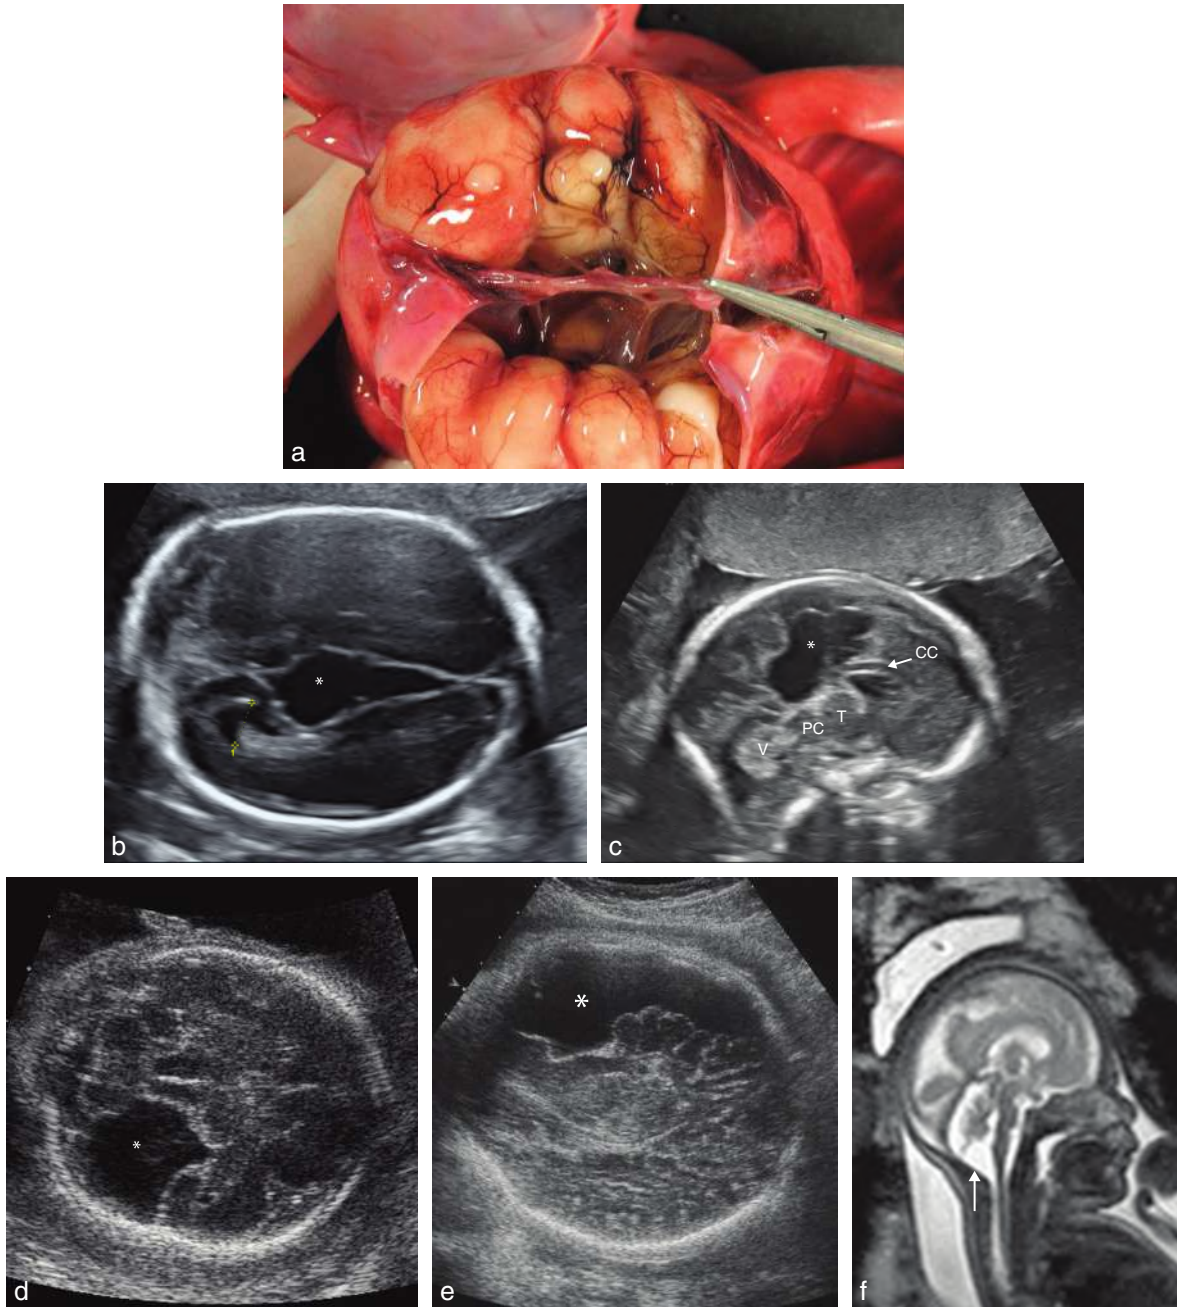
Kyste arachnoïdien. a. Kyste arachnoïdien interhémisphérique (25 SA). Examen foetopathologique. Le kyste est associé à une agénésie du corps calleux et des anomalies de la giration. b. 23 SA. Coupe transversale du pôle céphalique. Le kyste (*) s'étend sur l'ensemble de la scissure interhémisphérique. Il ne comprime pas le ventricule latéral visible sur ce cliché (1). c. 23 SA. Coupe sagittale du pôle céphalique. Vaste formation interhémisphérique, anéchogène (liquidienne), polylobée (*), se développant vers le haut au-dessus des thalamus (T) et des pédoncules cérébraux (PC). Le corps calleux (CC) est court. V : vermis. d. 24 SA. Coupe transversale du pôle céphalique selon un axe thalamocérébelleux. Formation anéchogène sus-tentorielle aux contours nets et géométriques (*) s'étendant de la partie médiane jusqu'à la périphérie (au niveau de la fosse cérébrale moyenne). e. Diagnostic différentiel. Hématome sous-dural (38 SA) : masse anéchogène (*) refoulant le parenchyme cérébral en dedans. f. 28 SA. IRM. Coupe sagittale médiane en pondération T2 montrant un effet de masse sur la partie inférieure du vermis avec probable kyste arachnoïdien en regard (→). Source fig. 8.50a : Dr L. Devisme.
